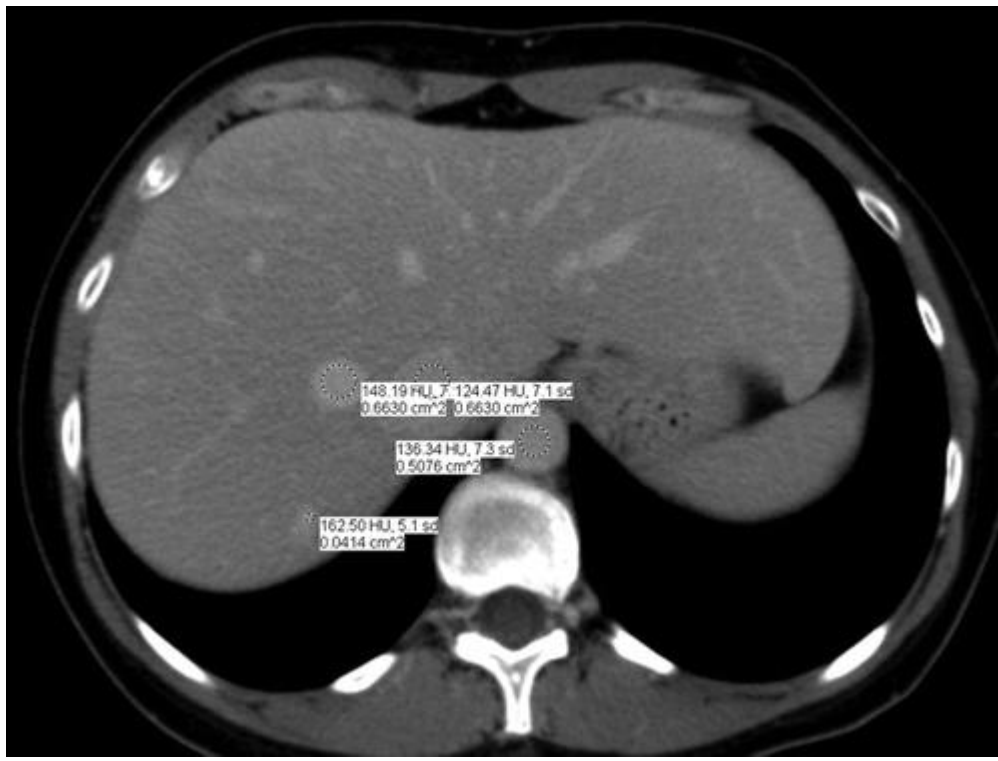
50-year-old woman with small hemangioma (black arrowhead, A and B). Minimal difference between attenuation of vessels persists, as confirmed by region-of-interest measurements of CT attenuation.
